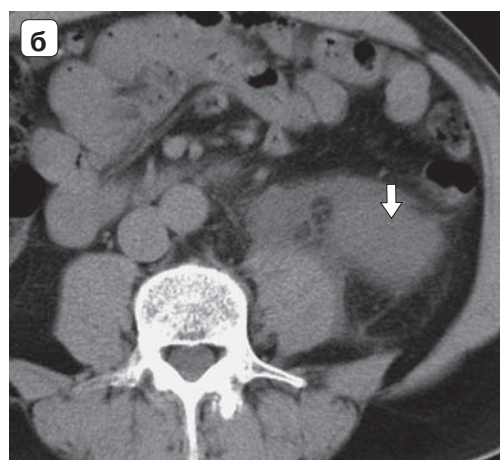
а–г – КТ с контрастированием, экскреторная фаза, аксиальные изображения. Наблюдения экстравазации мочи у разных пациентов с формированием уринома (стрелки).
